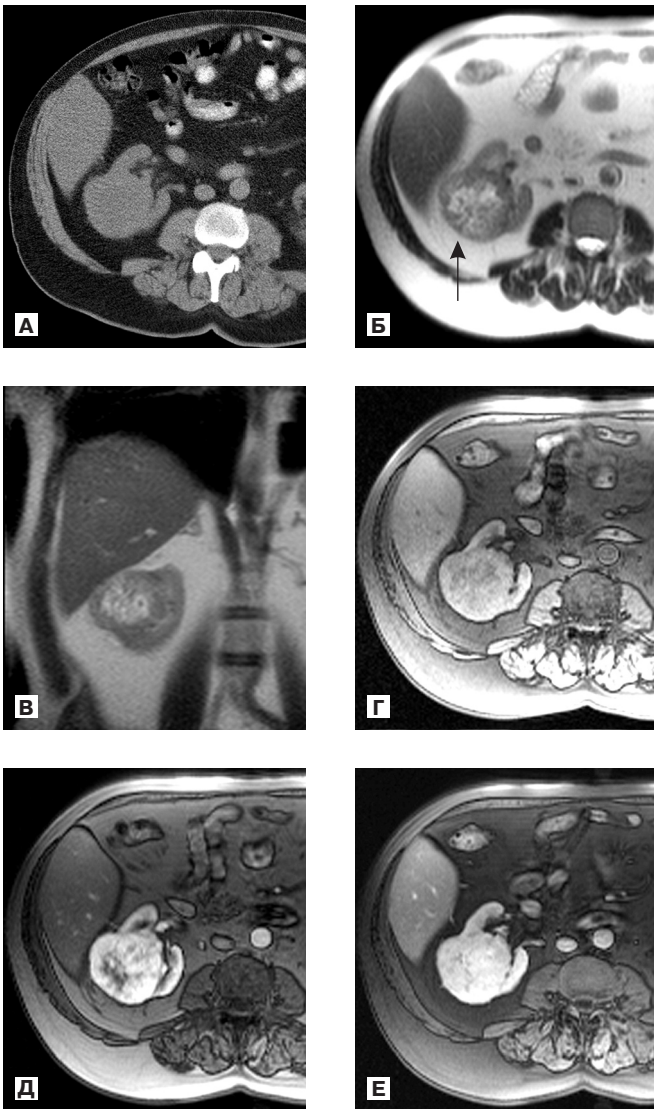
КТ и МРТ больного У., 70 лет (и/б №04/20841), с диагнозом «рак правой почки».
